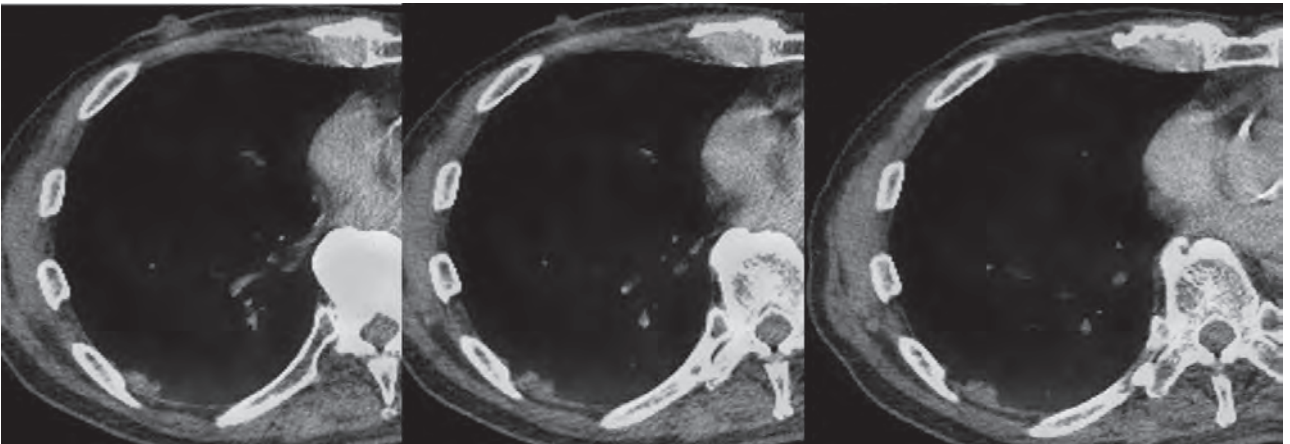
右下葉 S9 の分葉状腫瘤には SUVmax=1.7 の集積が認められるが、腹側の小結節には FDG 集積は認められない。
